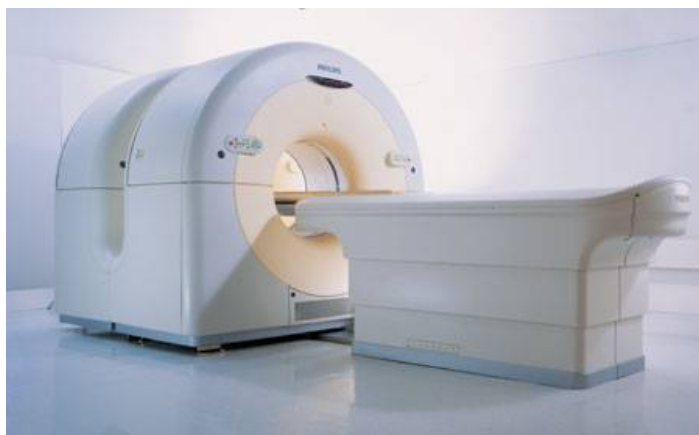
Dispozitiv PET-CT
